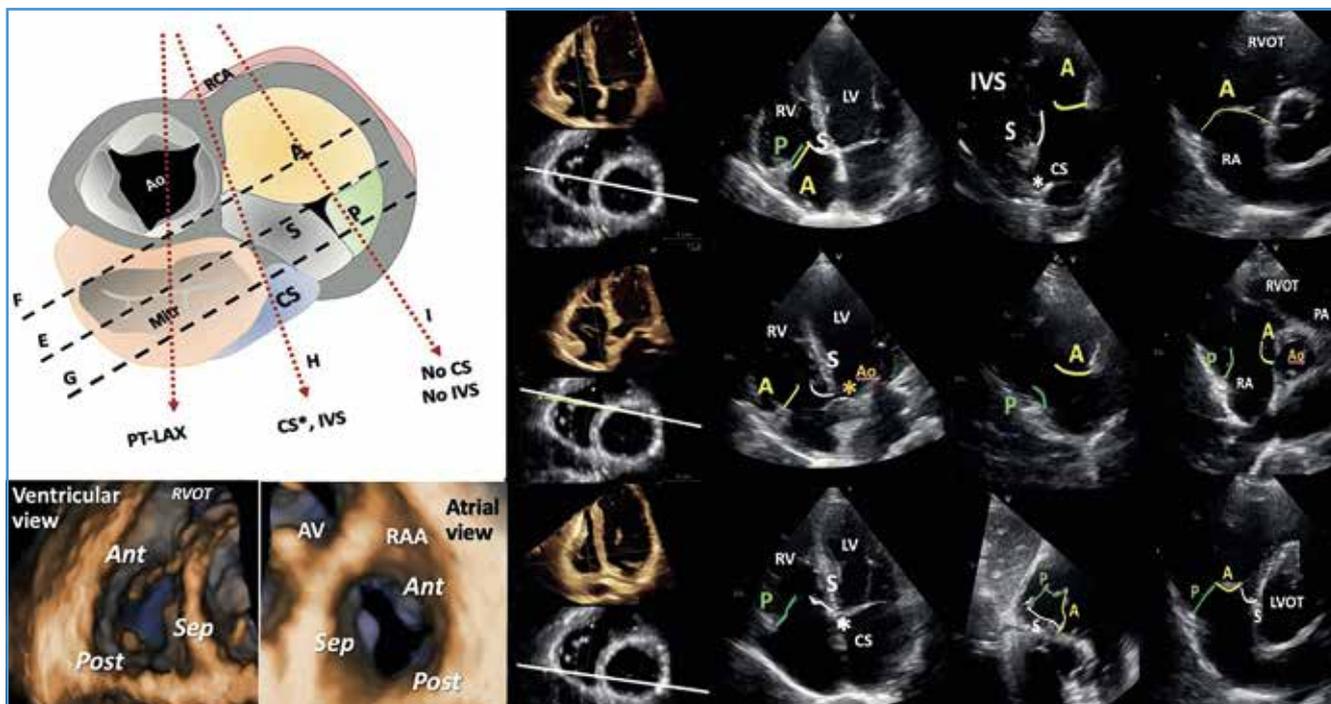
Échographie cardiaque de la valve tricuspide [4].
